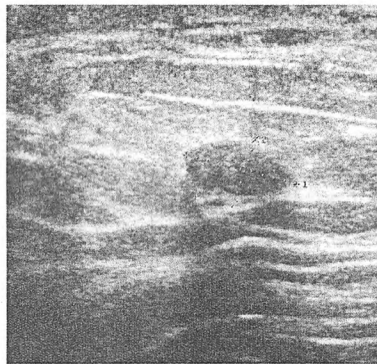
Фиброаденома (УЗИ)
